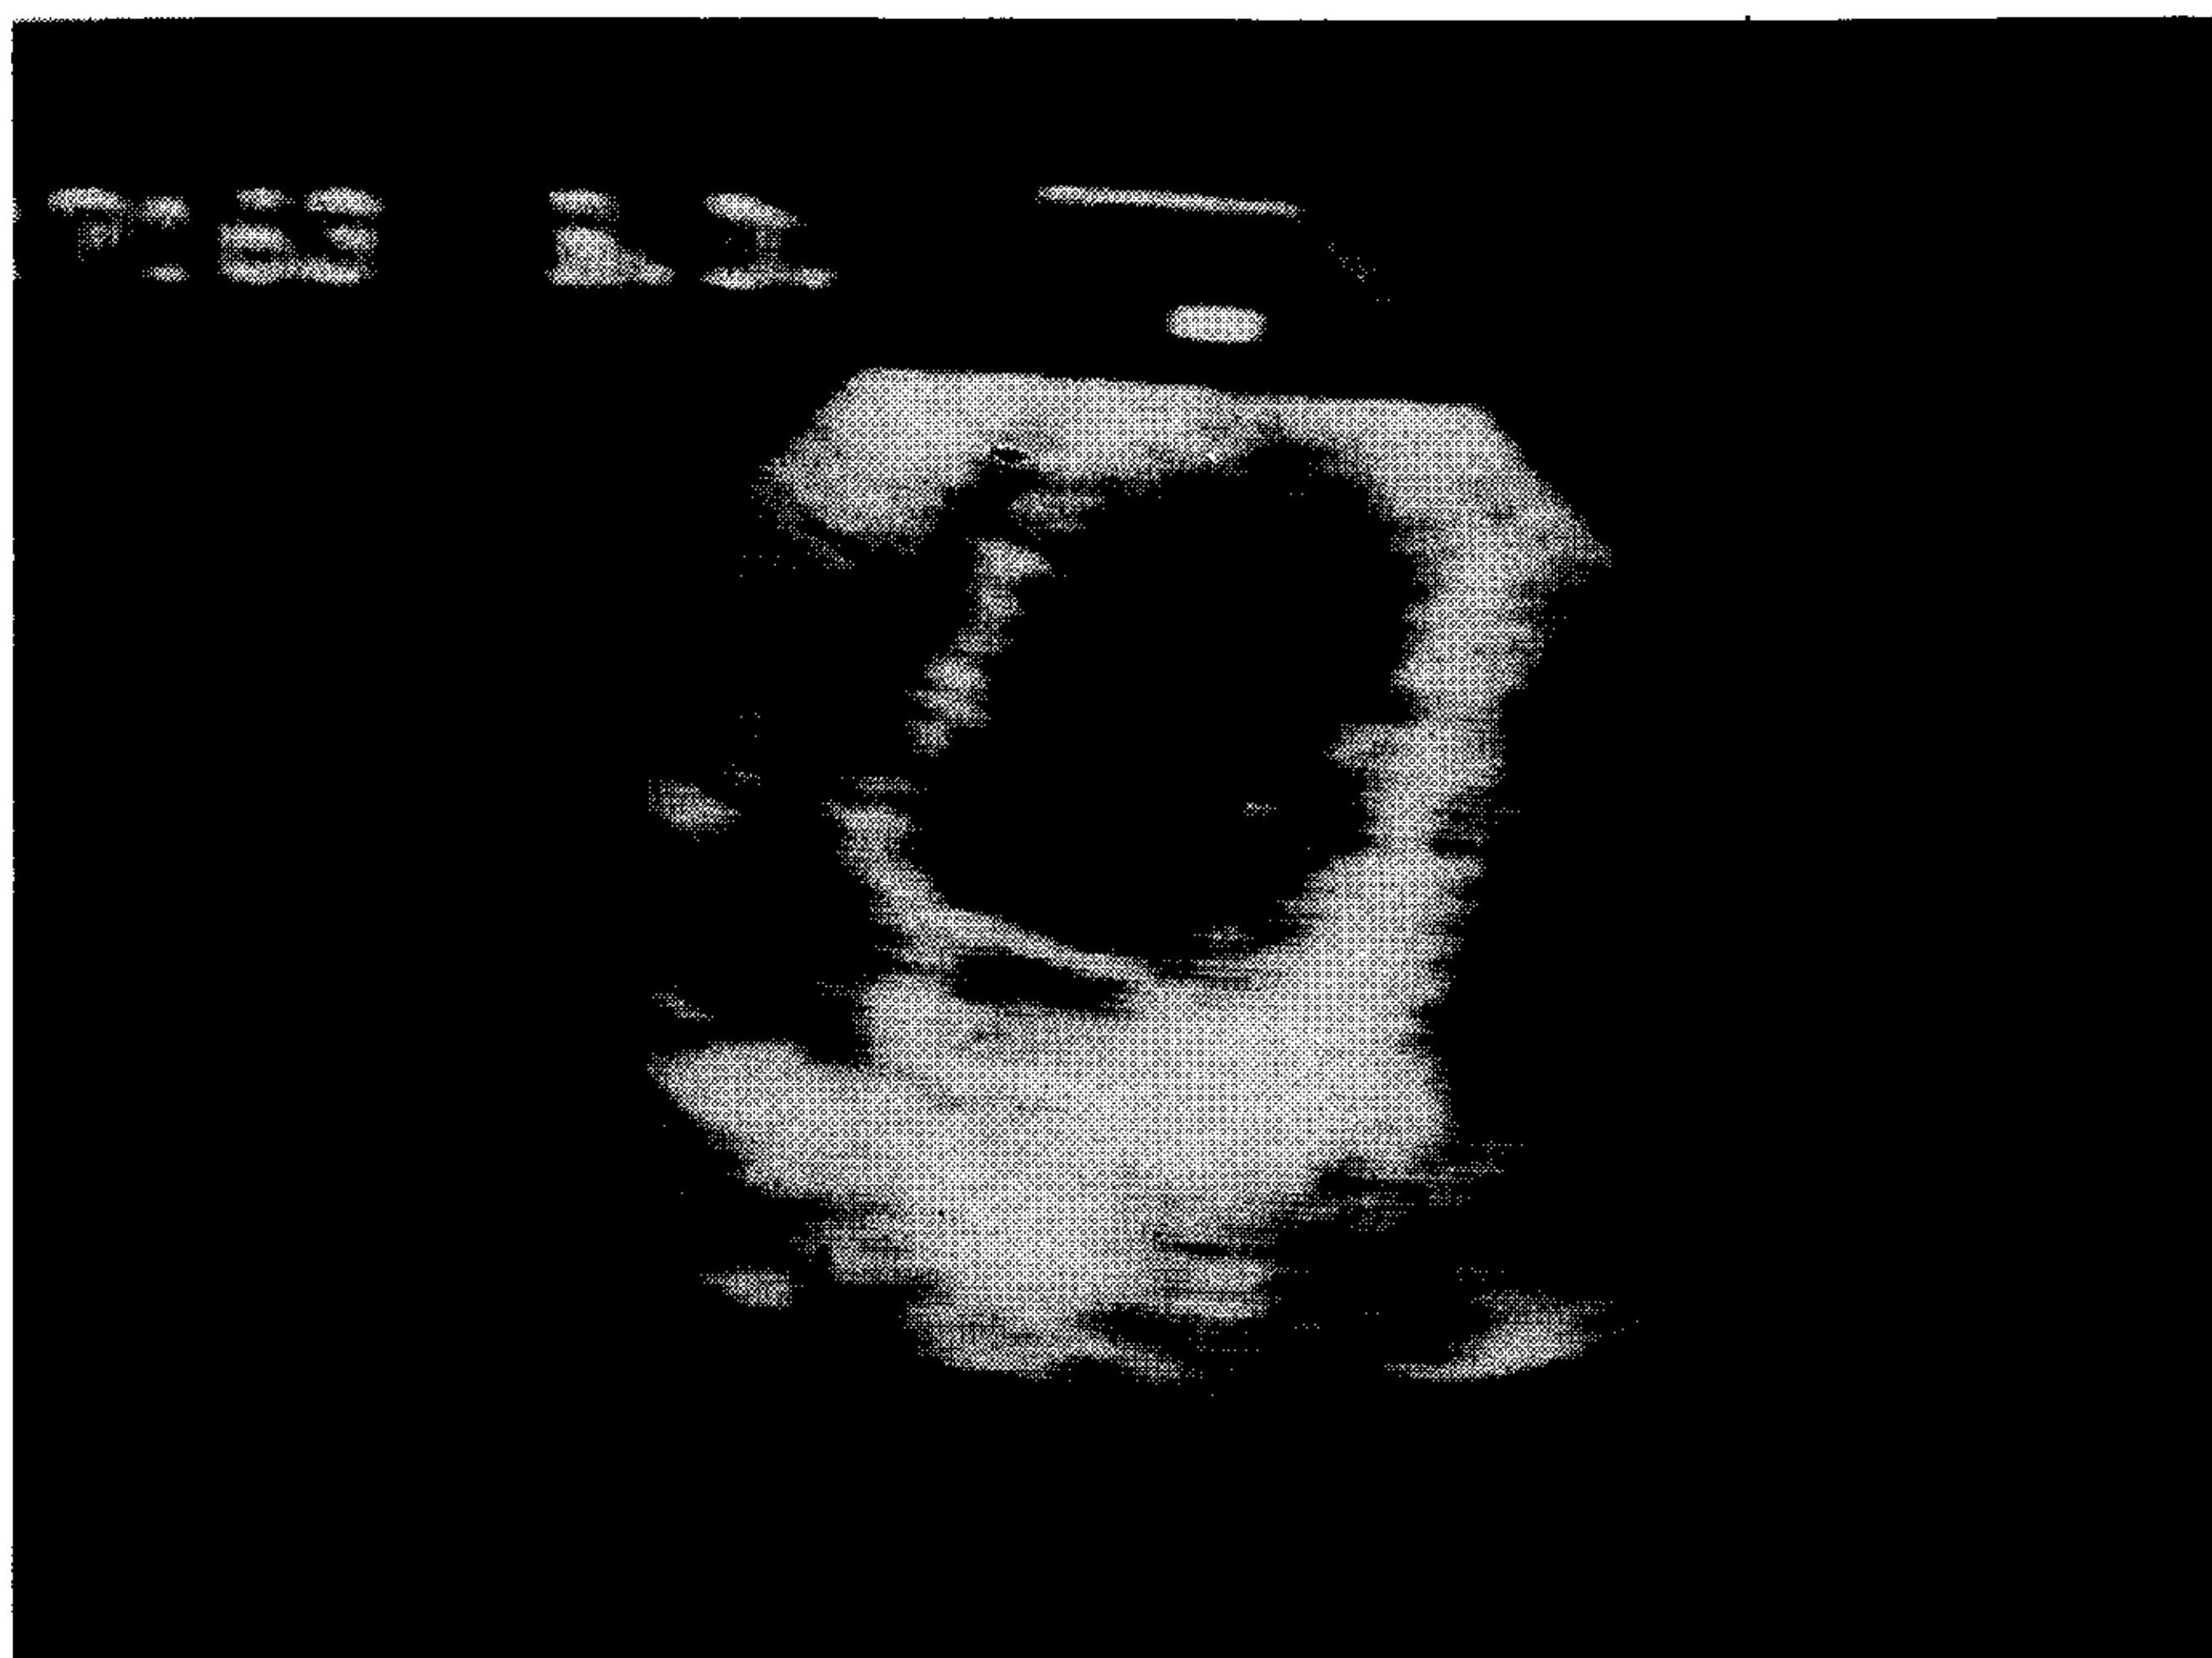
Ecocardiograma bidimensional apical en cuatro cámaras: ventrículo izquierdo levemente dilatado. Cavidades derechas normales.
